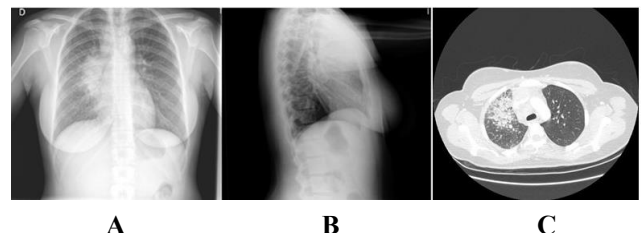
A y B: rx de tórax en la que se observa aumento de densidad parahiliar derecha. C: TC torácico en el que se observa infiltrado en relación con neumonitis en lóbulo superior derecho y lóbulo medio de patrón mixto.
